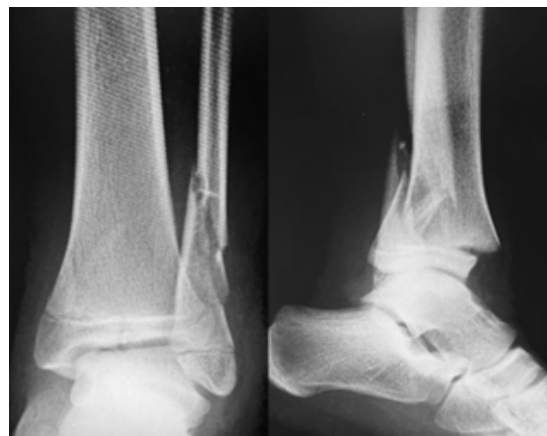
Radiografía simple AP y lateral de tobillo izquierdo
